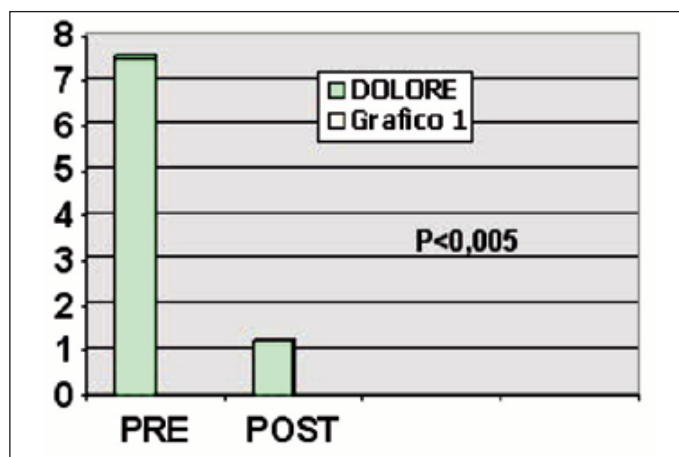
Valori Medi della V.A.S. prima e dopo trattamento con Cryoultrasound.
